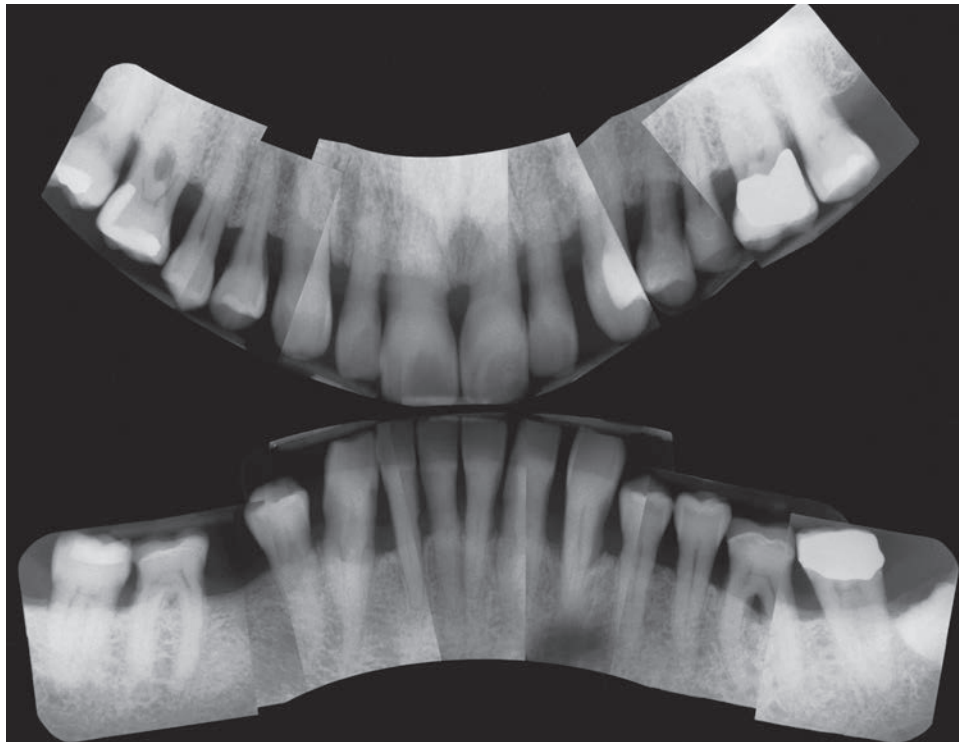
Röntgenstatus neun Jahre nach initialem Scaling und Wurzelglättung (Juli 2016).
